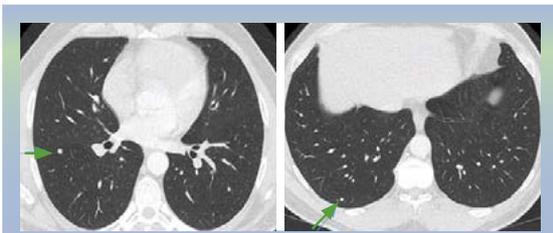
TC con imágenes nodulares pulmonares
